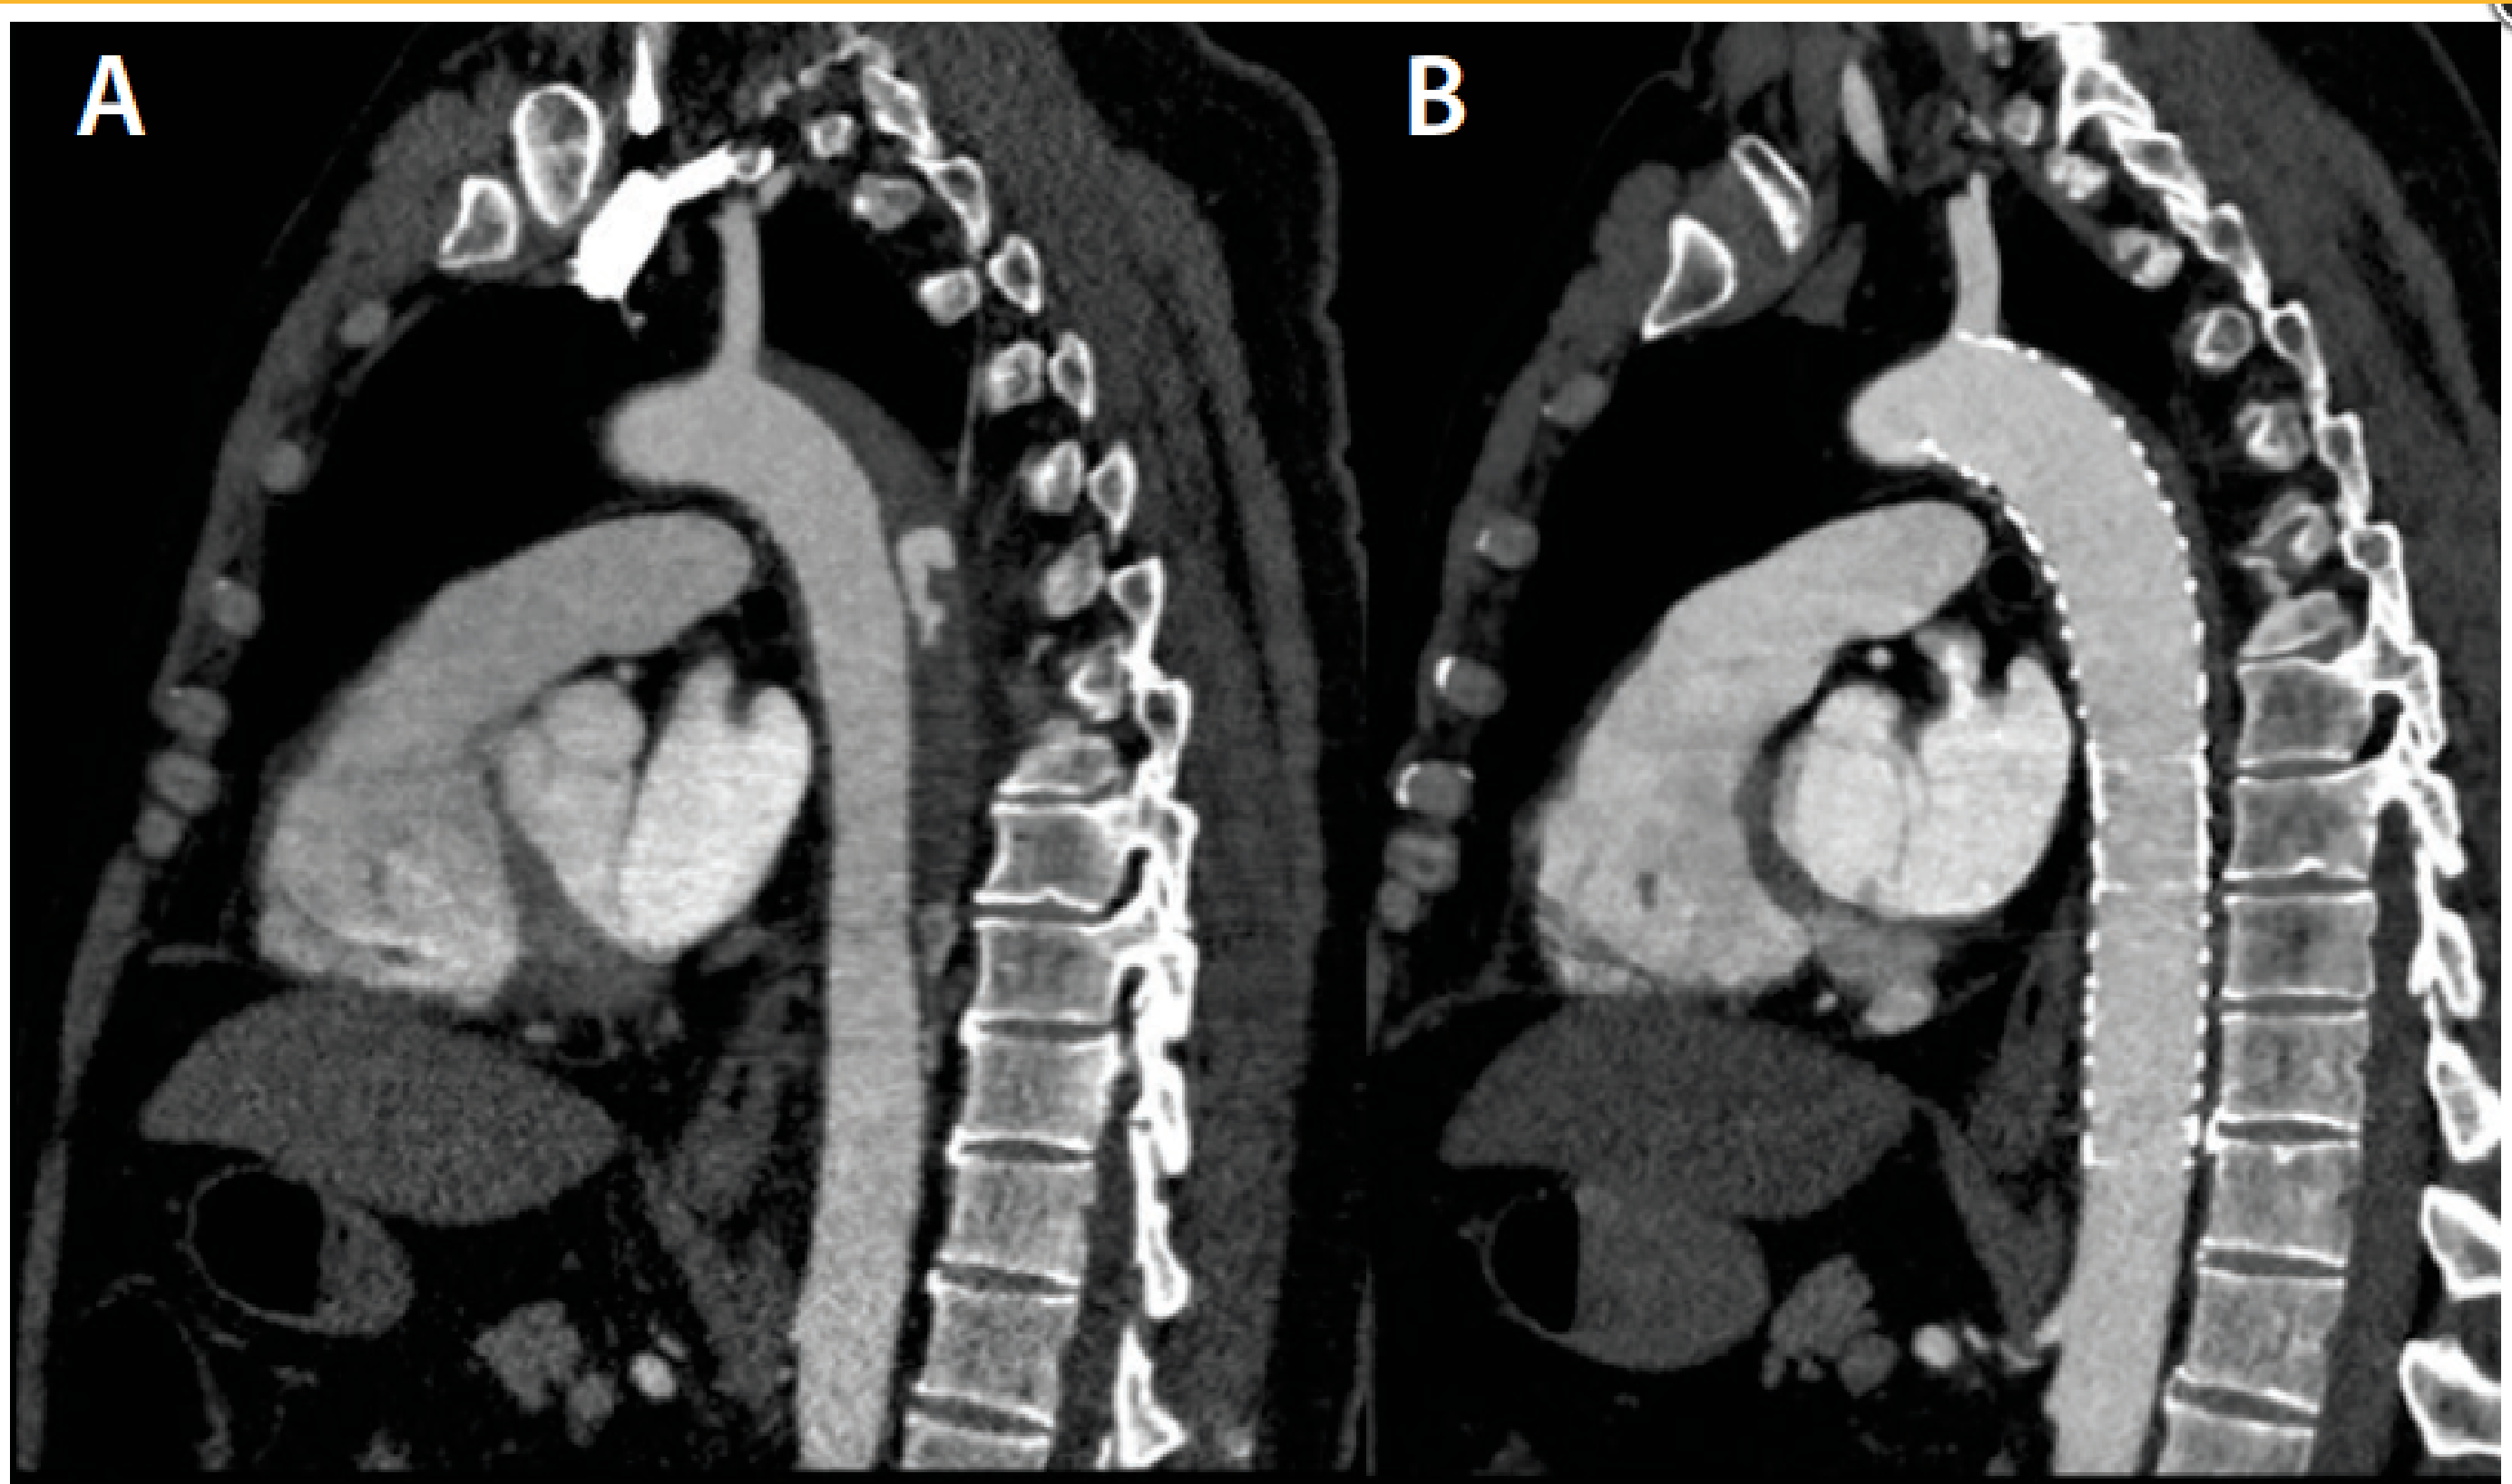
A type B IMH beginning at the subclavian in a patient with persistent pain and increased diameter on repeat imaging (A). One-month postoperative CT after TEVAR in the same patient, with resolution of the IMH (B).
